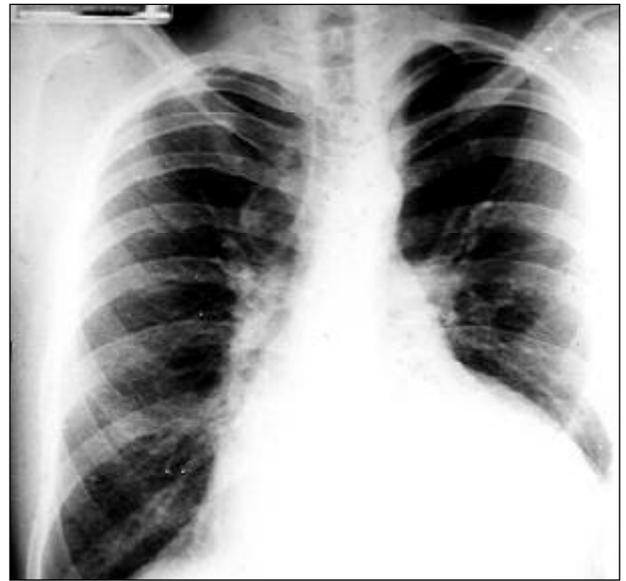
Radiografia de tórax salienta o arco ventricular esquerdo longo e desviado, a trama vascular pulmonar normal, a aorta aumentada e os sinais de corrosão costal.
